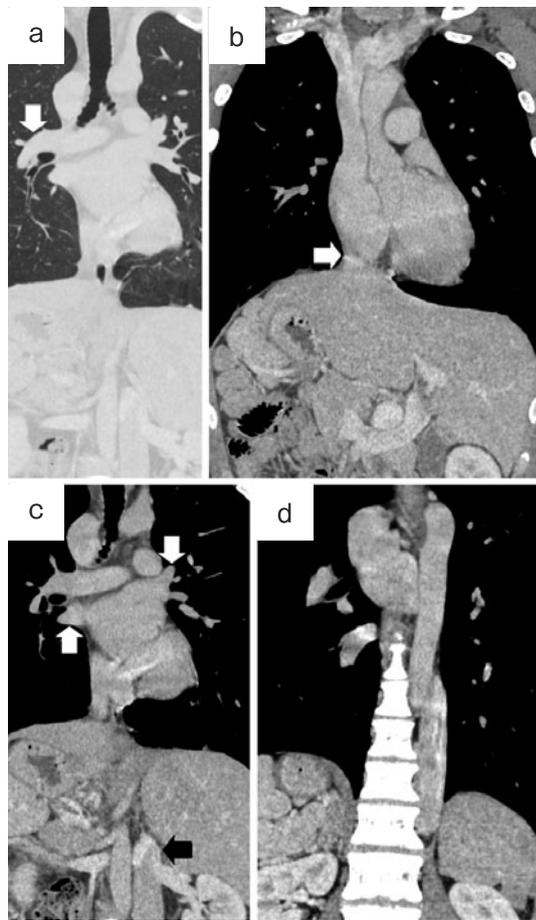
初診時胸腹部造影CT (冠状断). (a) 右上葉気管支は肺動脈より低位で分岐し (矢印), 両側低位気管支と呼ばれる状態である. (b) 肝静脈は右心房に直接流入しており (矢印), 腹腔内臓器は逆位で多脾症を合併している. (c) 左右の肺静脈は左心房に流入しており (白矢印), 下大静脈は腹部大動脈の左側を走行して半奇静脈へと流入している (黒矢印). (d) 下大静脈の流入を受けた半奇静脈が下行大動脈の背側を走行し, 拡張した奇静脈が椎体の腹側を走行して上大静脈へ流入している.
